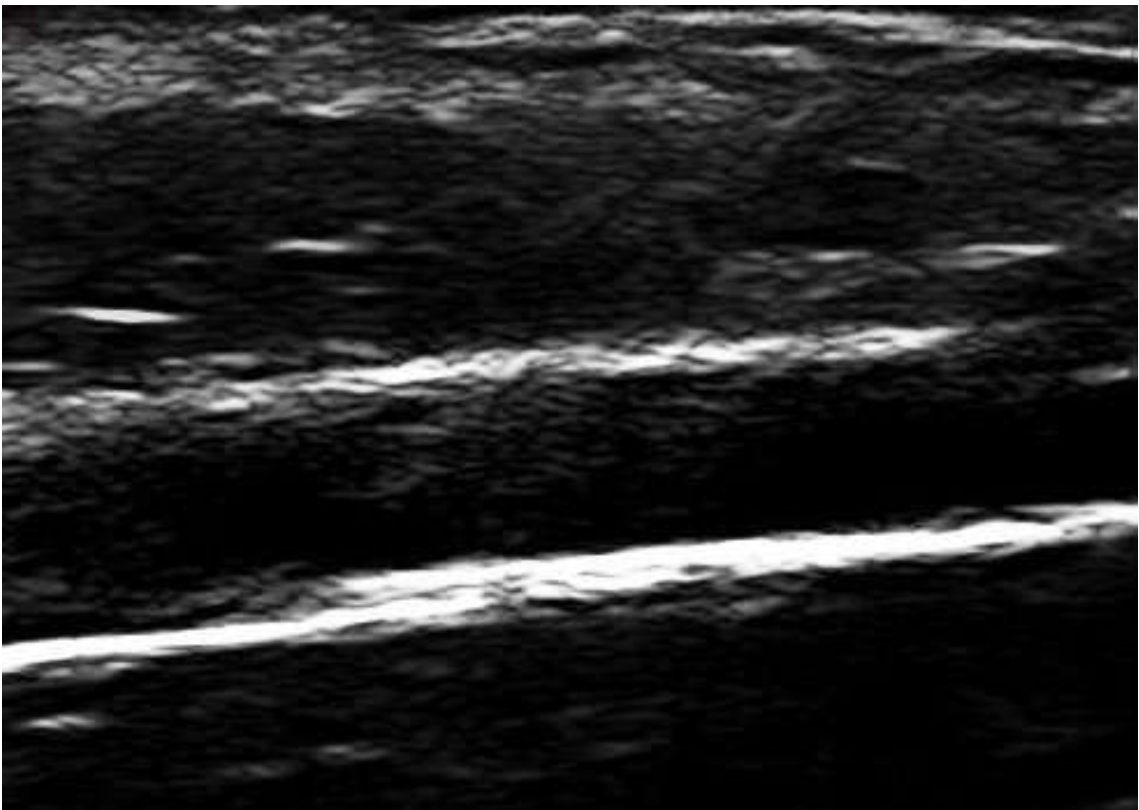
Ecografía vascular
